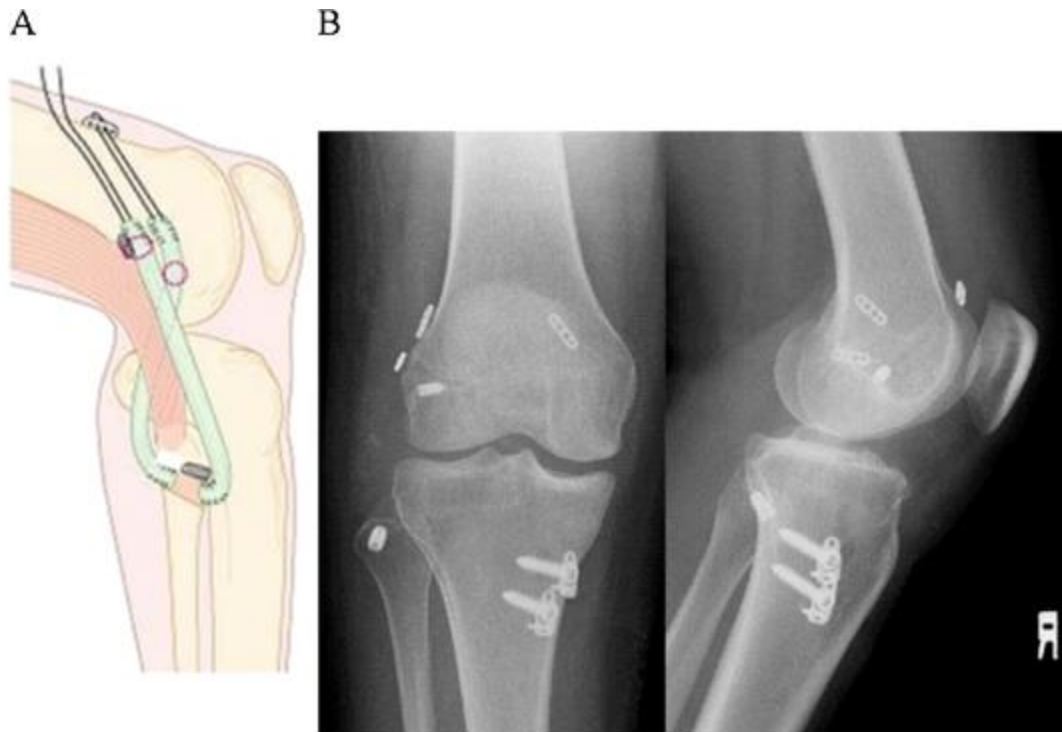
radiografía de control postquirúrgico. Fuente: *A modified Larson's method of posterolateral corner reconstruction of the knee reproducing the physiological tensioning pattern of the lateral collateral and popliteofibular ligaments* (10)
